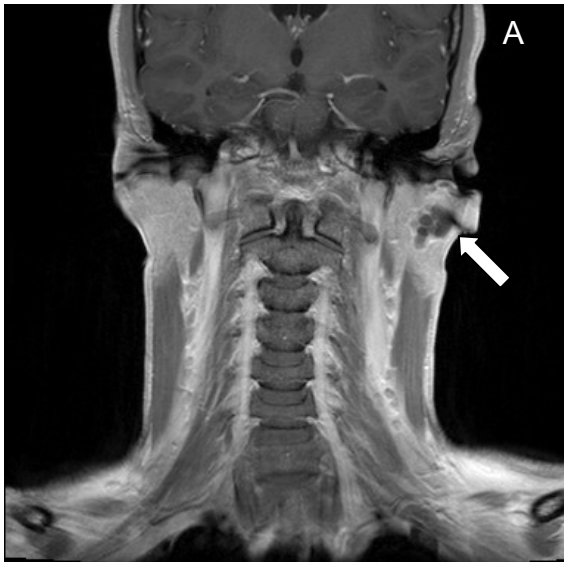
Speicheldrüsenzyste in Gl. parotis links, MRT
